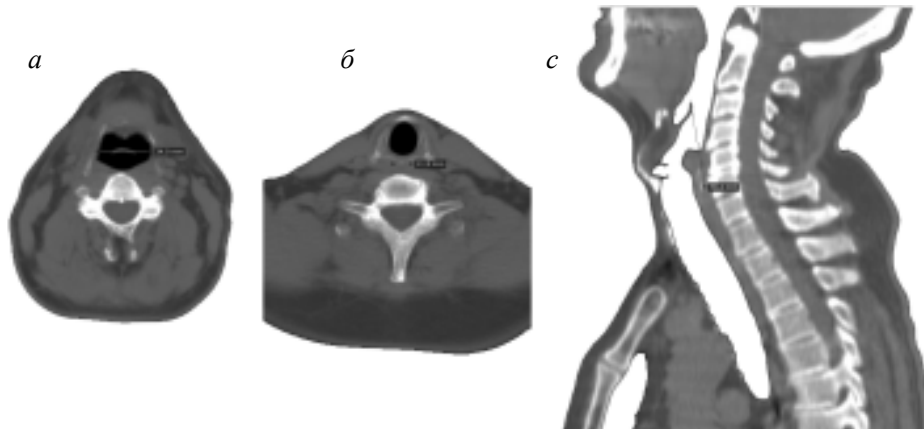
КТ-скани чоловіка без патології шиї з доліхоморфним соматотипом із позначеними замірами:
